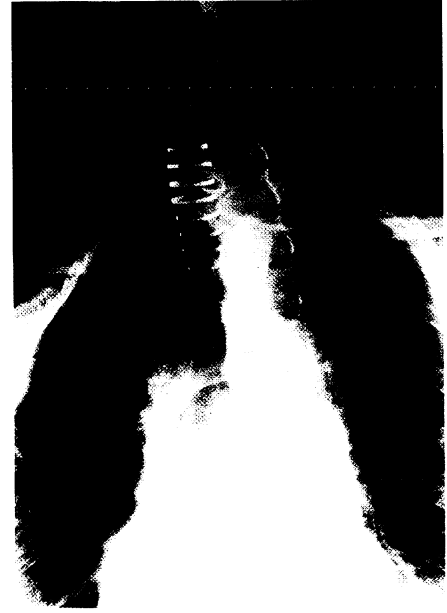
Röntgendarstellung nach Interposition der Trachealprothese (Patient E.S.). Der in diesem Fall noch verwendete Prothesentyp hatte nur an den Anastomosen je eine Metallfederverstärkung.
